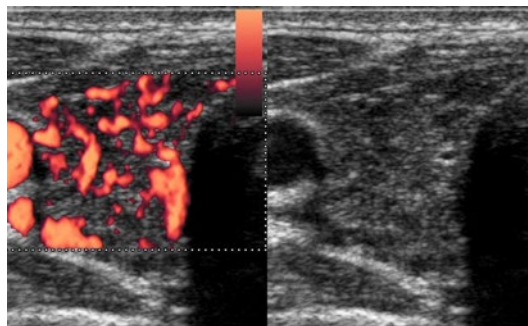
Neben einer echoarmen Volumenvergrößerung zeigt der Morbus Basedow farbdopplersonografisch eine ausgeprägte Durchblutungssteigerung, das sogenannte „Inferno“.
